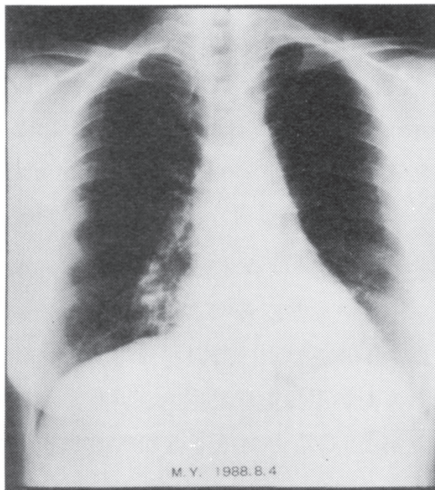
初診時胸部X線写真；右中下肺野に4cm×2cmのだ円形の陰影がみられ、中心部に石灰化を認める。
